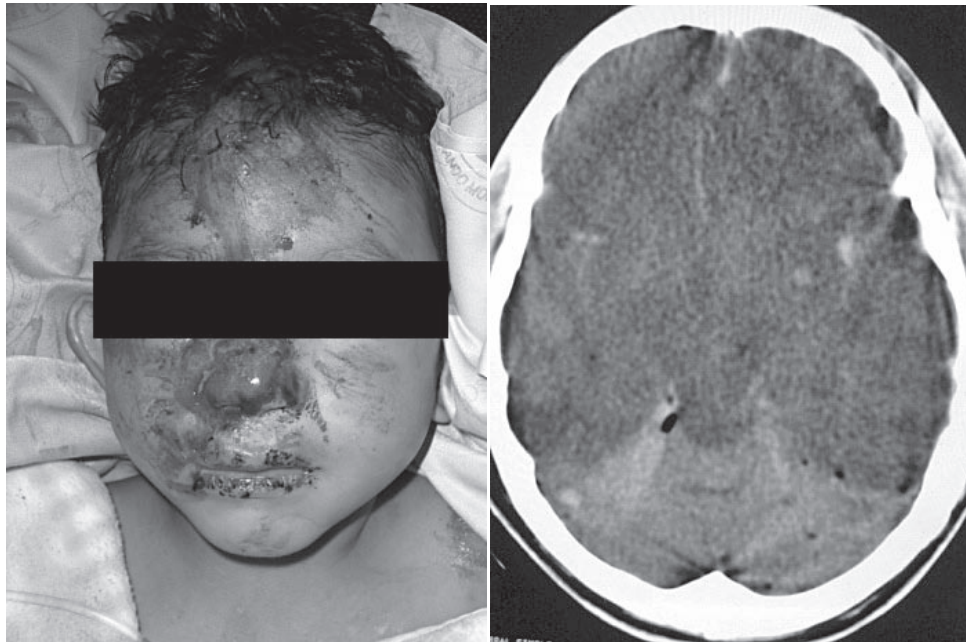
Tomografía axial computarizada de paciente pediátrico tomada durante la fase de atención inicial.
